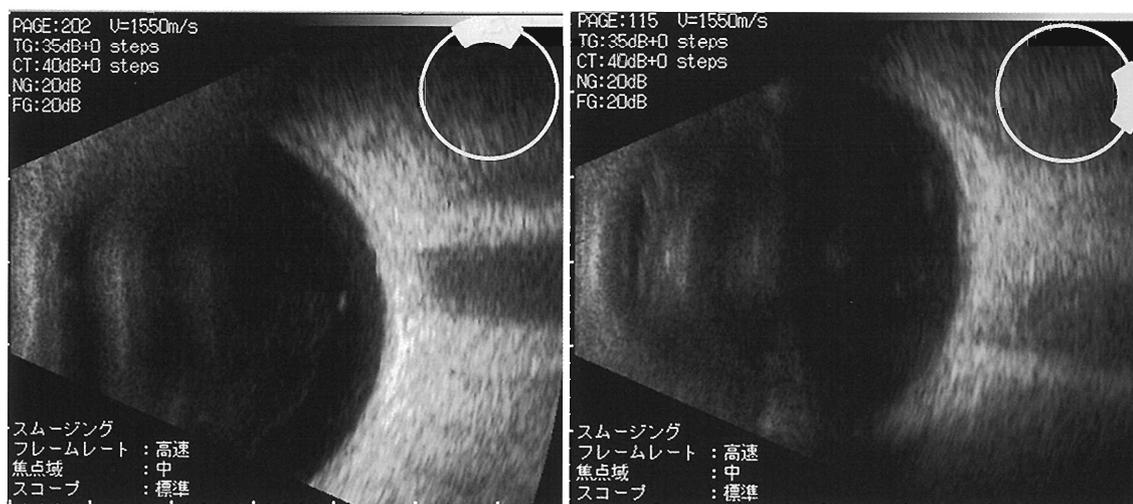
B-scan ultrasound showed anterior vitreous hemorrhage
